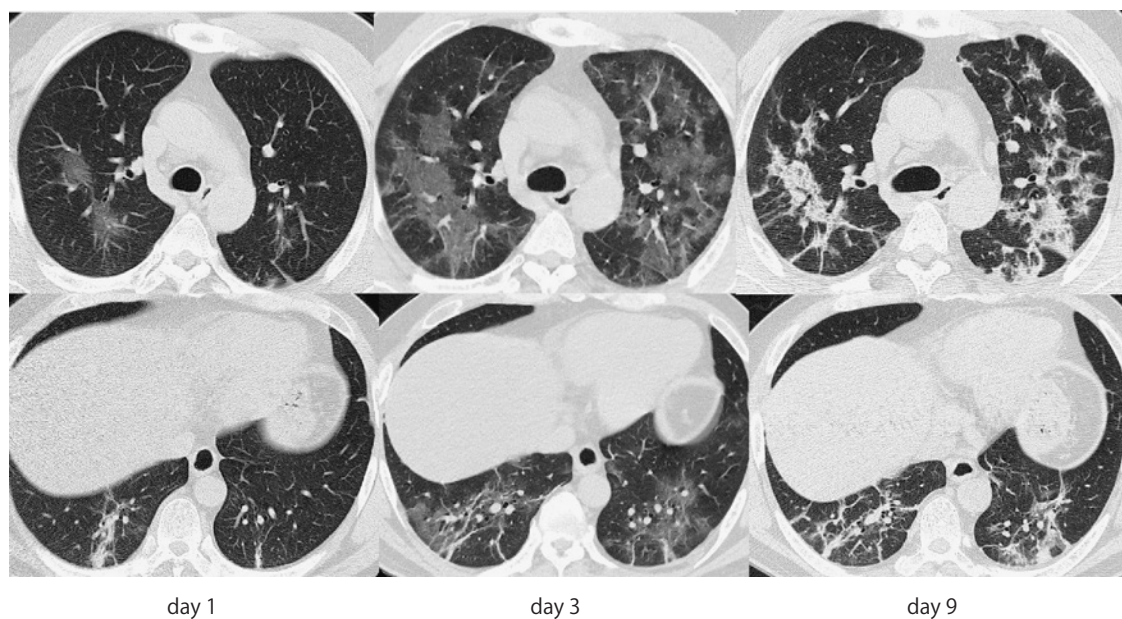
40歳代男性（中等症）の胸部CT所見の経時的変化
